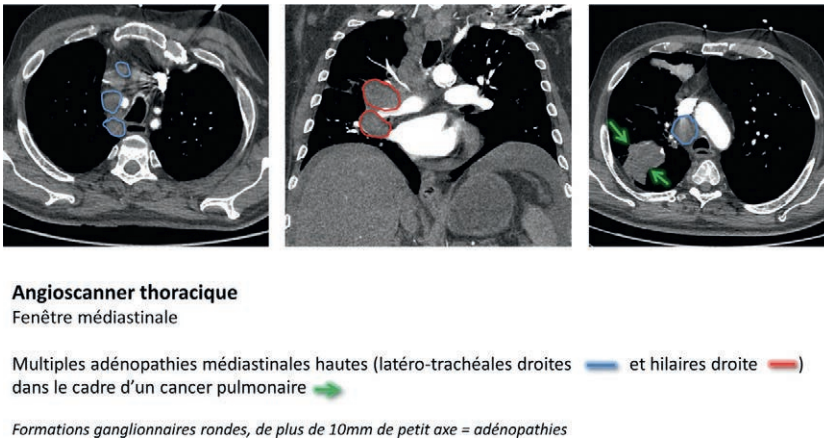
Adénopathies médiastino-hilaires en TDM.
